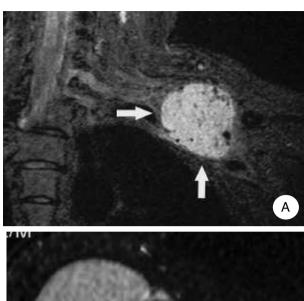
A) RM: schwannoma del tronco primario medio del plesso brachiale; B) RM: voluminoso schwannoma del nervo mediano al gomito.
